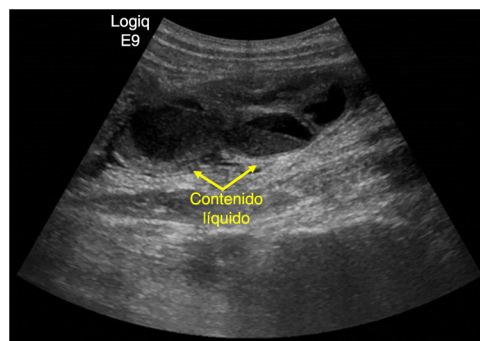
Ecografía abdominal en la que se aprecia una estructura tubular en FID, con paredes engrosadas y contenido líquido.
